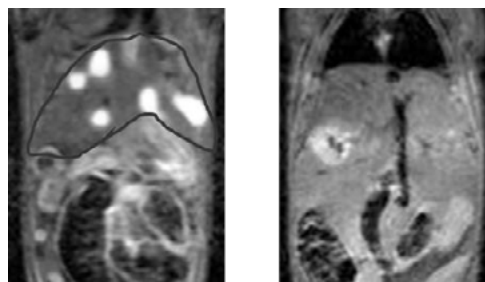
(左) 投与直後のマウス (右) 投与 3 日後のマウスの ^{19}F MRI 画像。左図の囲いは肝臓を示す。
